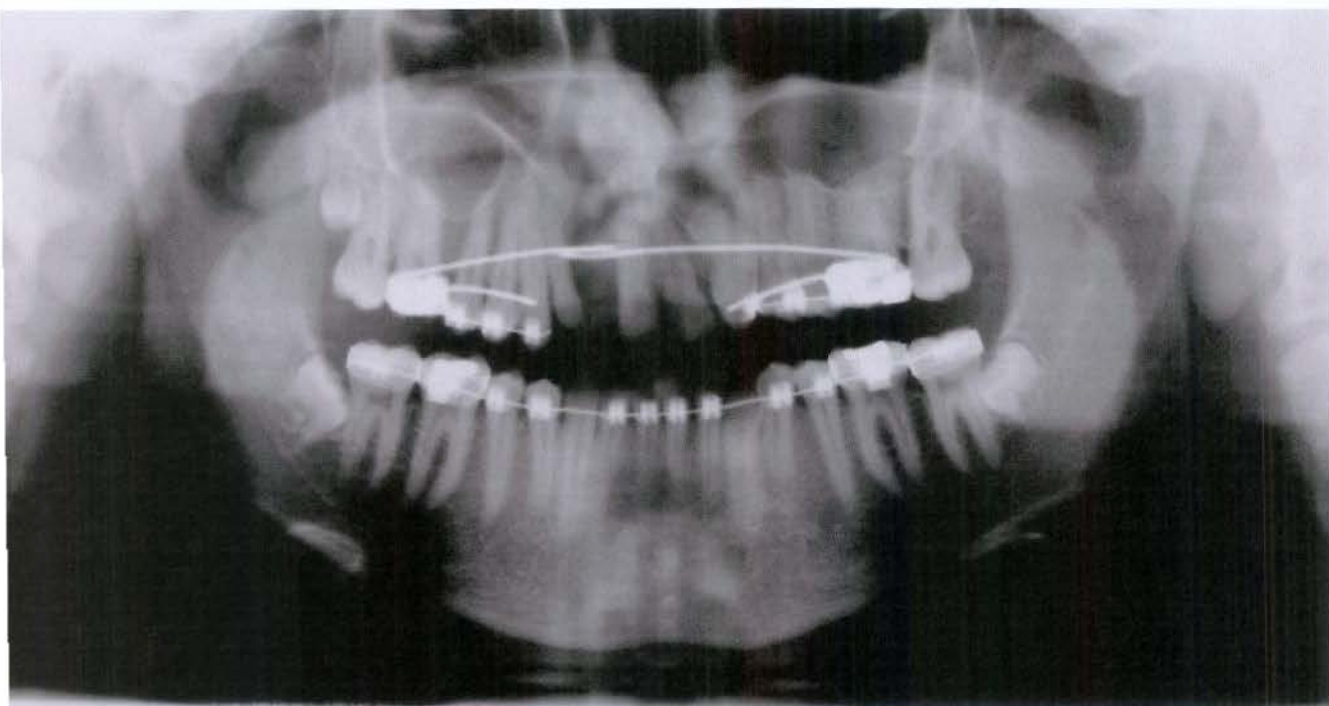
Radiografia Panorâmica
